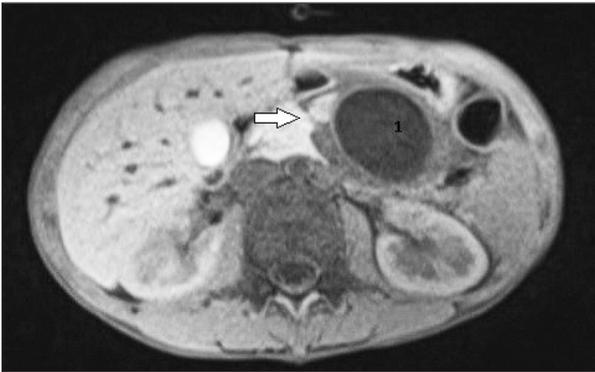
IRM de l'abdomen en coupe axiale, pondération T1, après injection de gadolinium. On aperçoit le pseudokyste comme zone arrondie et hypointense (1). On voit également le trait de fracture pancréatique (flèche).
